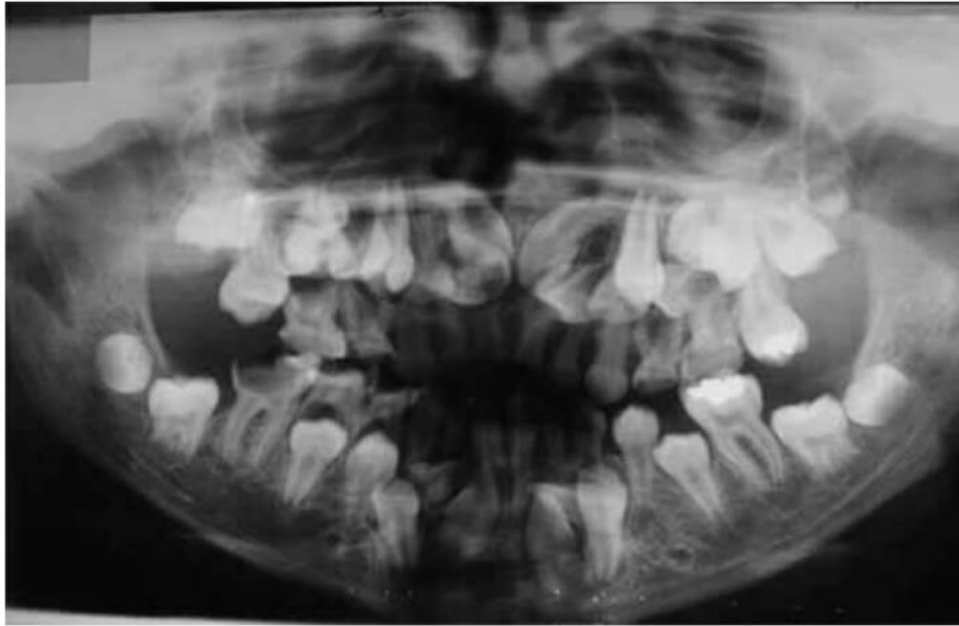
Ortopantomografía de paciente de 12 años de edad con disostosis cleidocraneal en la que podemos observar la aún presencia de la dentición temporal y supernumerarios múltiples. Tomada de Araya y cols.⁹⁴
